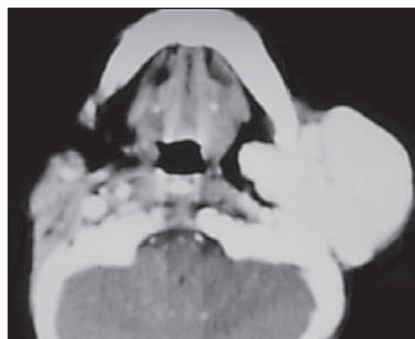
Aspect TDM d'un hémangiome de la région parotidienne gauche en coupe transversale.
